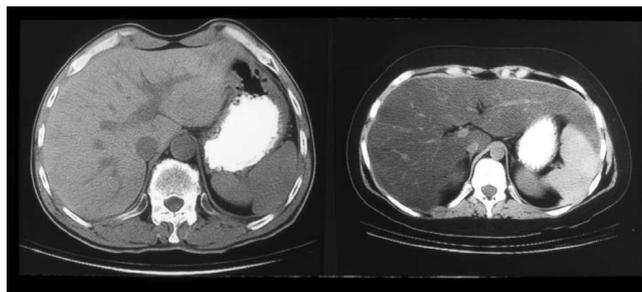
КТ печени. Слева — стеатоз, справа — нормальная печень
